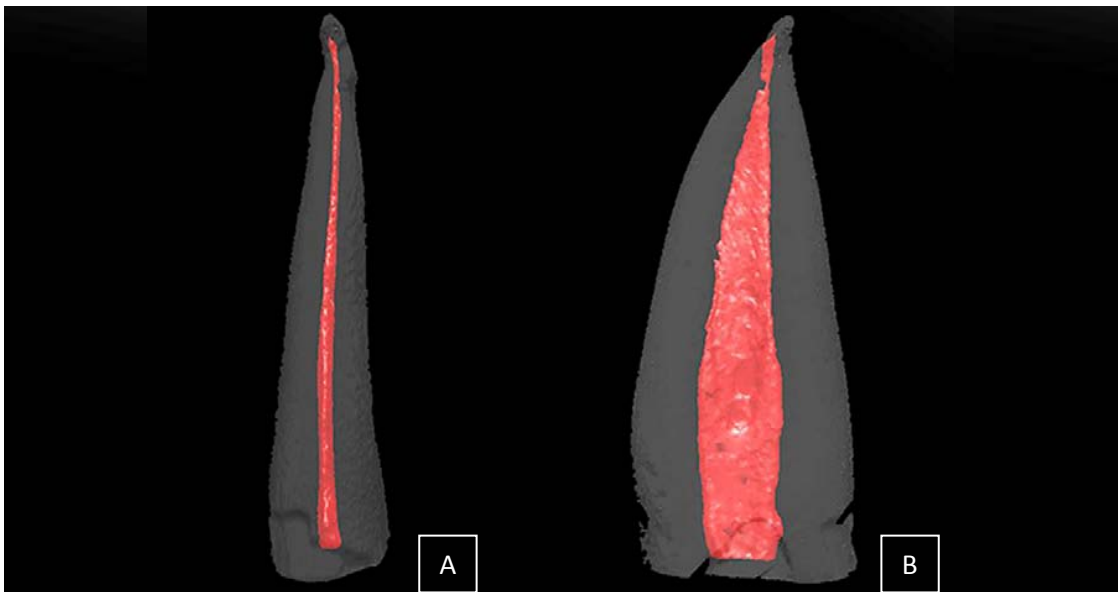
Imagem de micro CT de 2º Pré Molar Superior, onde é possível verificar a anatomia tridimensional do canal radicular. É possível perceber pela vista frontal (A) e pela vista lateral (B) que o canal apresenta uma morfologia oval (adaptado de Metzger *et al.*, 2010a).
